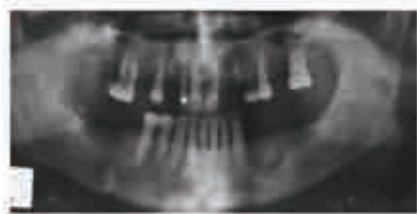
Radiografía panorámica de la paciente que muestra los cambios trabeculares en el cuadrante inferior izquierdo.
